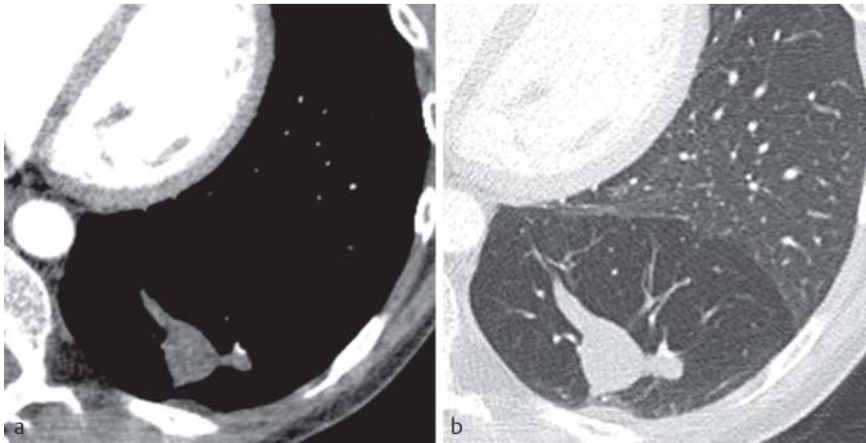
CT mit Bronchozele im linken Unterlappen infolge Bronchusatresie, hypodense glatt begrenzter verzweigter Herdbefund im linken Unterlappen. a Weichteilfenster: etwas hypodense weichteildichte Struktur ohne erkennbares Kontrastmittelenhancement; b Lungenfenster: glatte Berandung und Y-förmige Verzweigung
